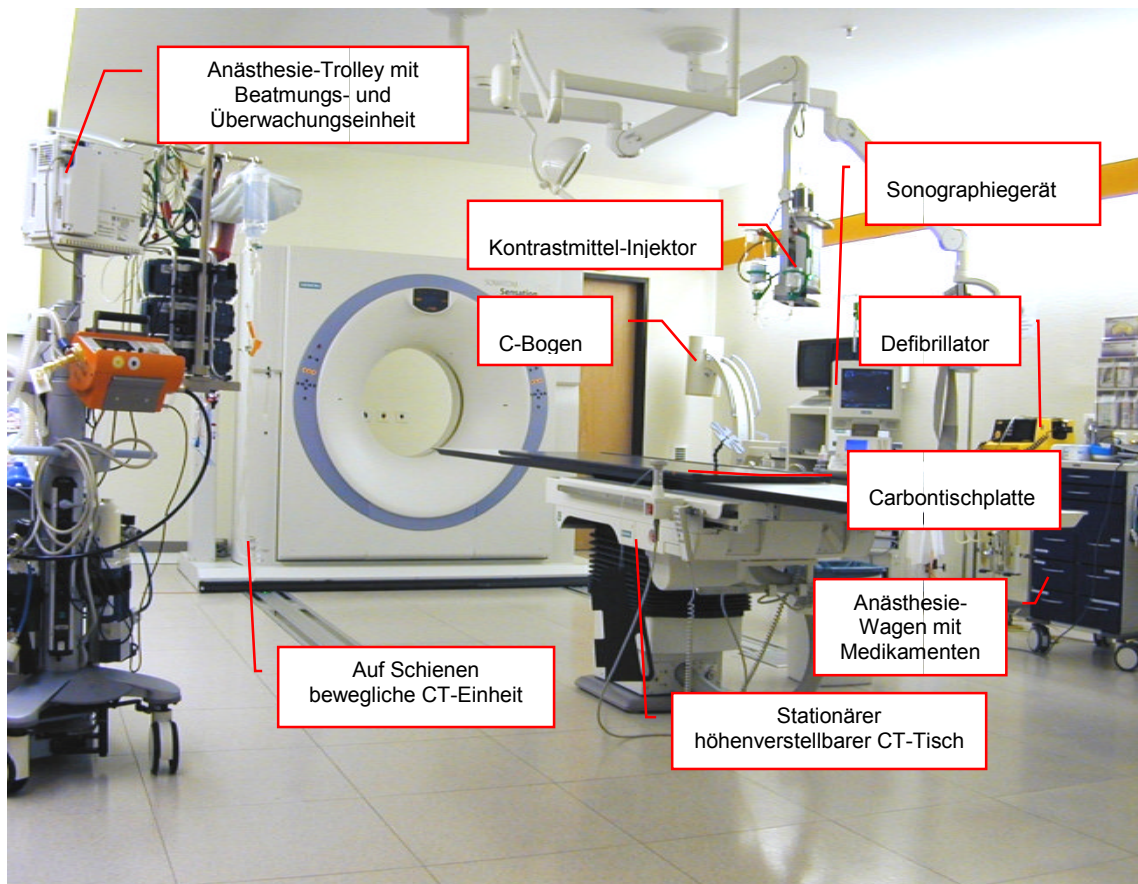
Schockraum des Ein-Raum-Konzept mit 16-Zeilen-CT (eigene Aufnahme)
